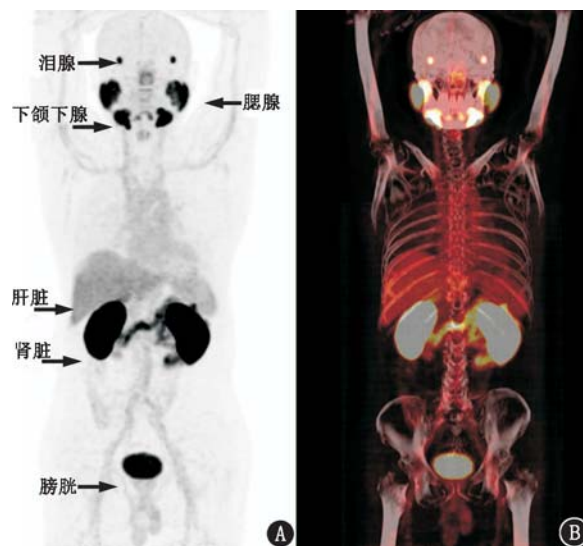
健康志愿者(男, 72 岁)注射  $\text{Al}^{18}\text{F}$ -前列腺特异膜抗原(PSMA)-BCH(北京肿瘤医院)后 1 h 的 PET 图像(A)和 PET/CT 融合图(B)。结果示放射性主要浓聚在膀胱、肾脏、下颌下腺、腮腺、泪腺和肝脏(箭头示)
